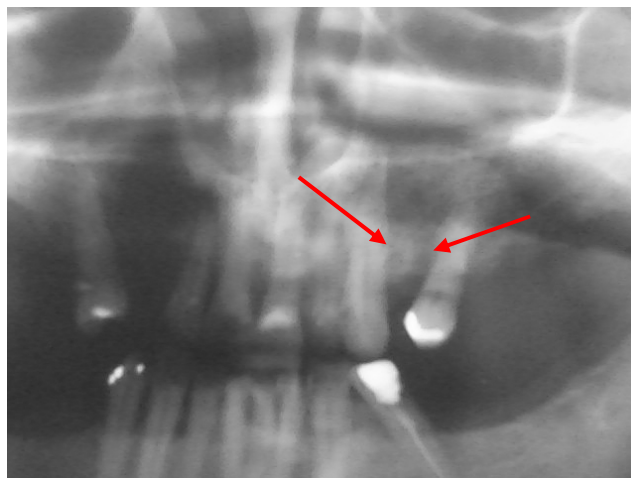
Radiografia de controle de 5 meses de PO.
